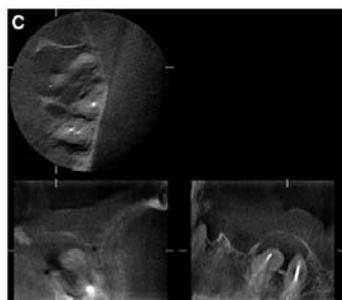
The lesions of the first and second maxillary molar were not detected in the periapical radiographs (A), but were clearly visible in the Accuitomo images (B, C). C. The lesion at the second molar is seen in 3 perpendicular planes. The 4 white markers in each image indicate the relation between reconstructed planes. Axial and frontal views show the perforated palatal bone plate. The expansion of the lesion into the maxillary sinus at the palatal roots of first and second molar is shown in the sagittal view. B. Thickening of the mucous membrane along the sinus floor above the buccal roots is seen in the sagittal view.
